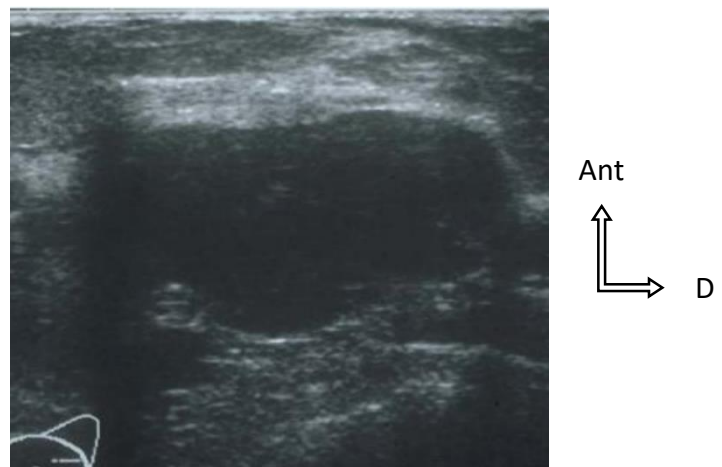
image échographique (coupe axiale) de la tumeur phyllode bénigne du sein [39]
